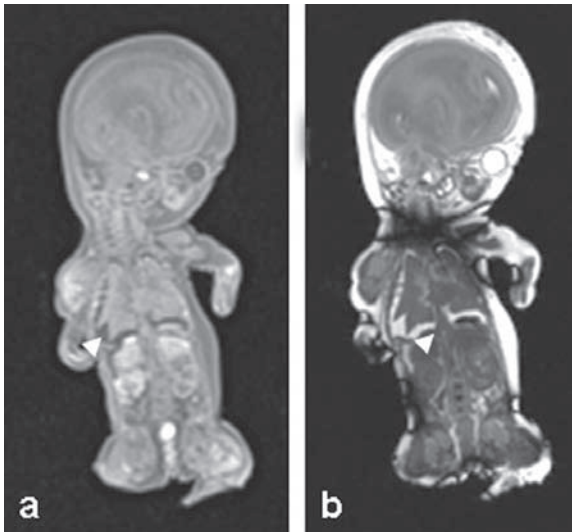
Coupes coronales T VIBE 3D (a) et T2 TRUFISP 3D (b) chez le plus jeune fœtus imagé à l'IRM à 20 SA (patient 9) illustrant les limites de l'IRM à ce terme (épanchement pleural ►).
